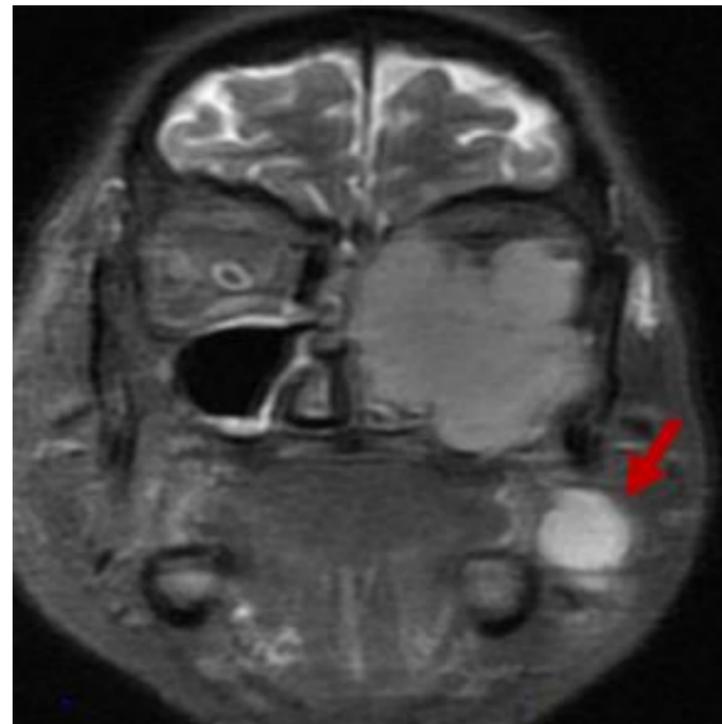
RM coronal STIR. Adenopatía lb izquierda. Linfoma B difuso de célula grande
